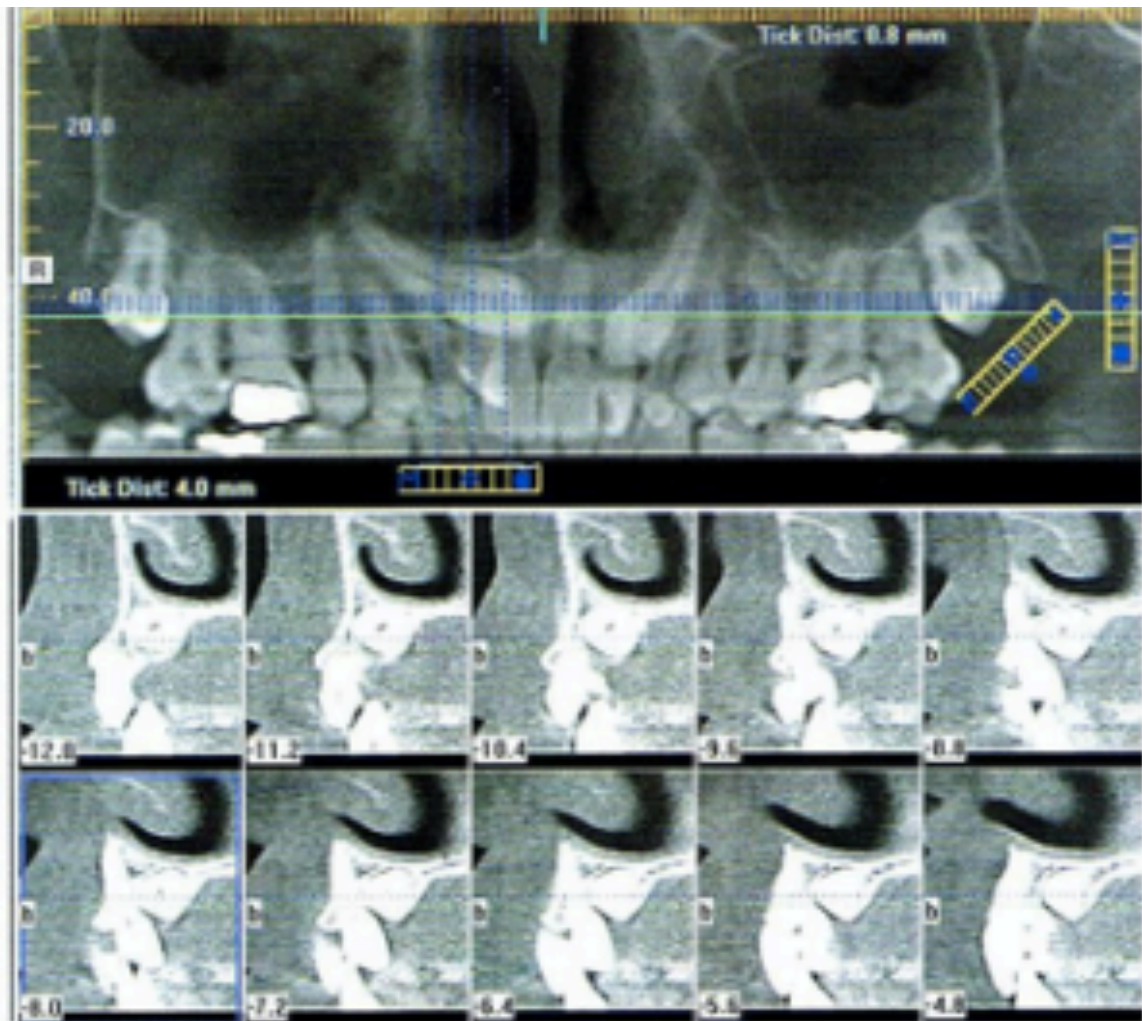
tomografía axial computarizada que muestra la posición tridimensional y su relación con los dientes adyacentes de un canino incluido. Vijande Díaz De Corcuera, F. Manejo quirúrgico de los caninos maxilares incluidos para su tracción ortodoncia, aspectos quirúrgicos la clave para un resultado predecible. Revista Odontoestomatologica. Vol.20.
